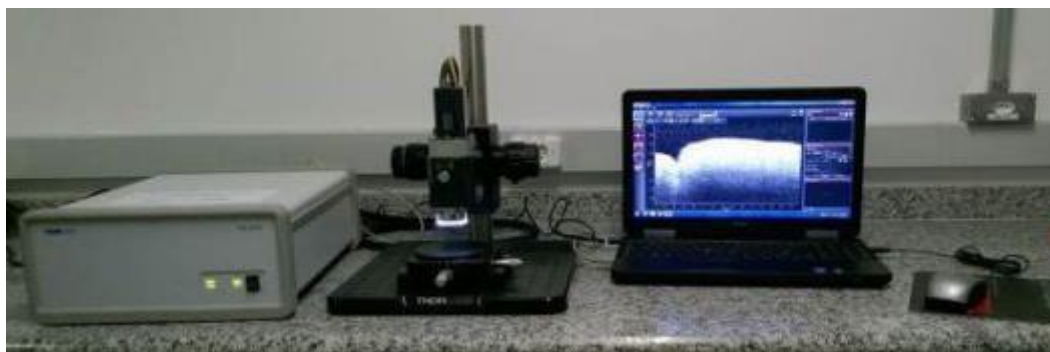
Equipamento de Tomografia de coerência óptica-OCT-CALLISTO, software ThorImage OCT versão- 4. 2, 4. 0, da Universidade Federal do ABC<sup>117</sup>.
